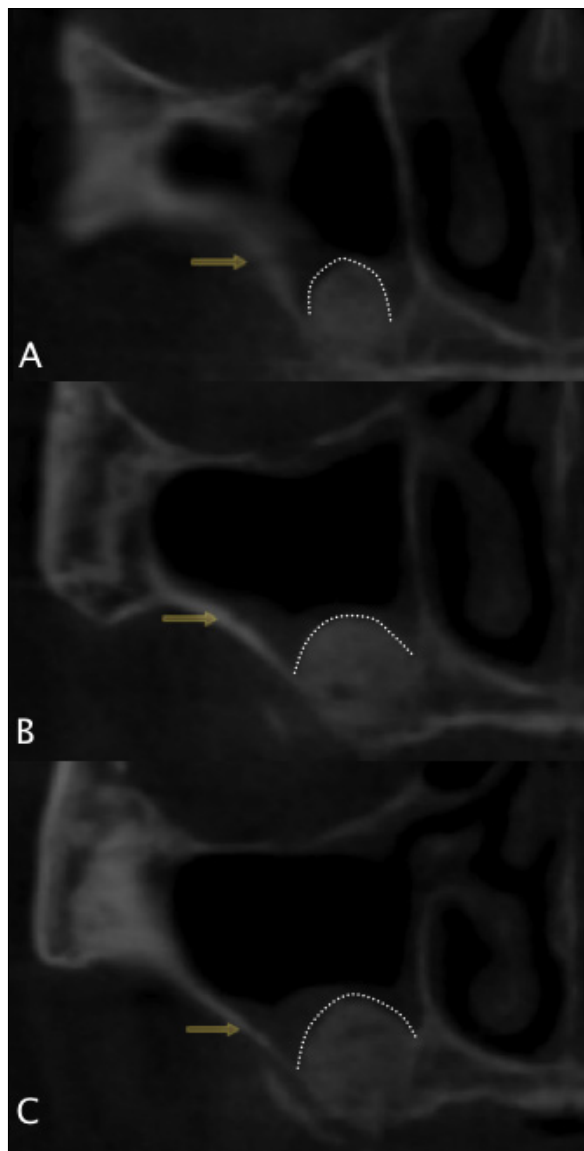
Post-operative cone-beam computed tomographic coronal view. Yellow arrow means the endosseous branch of posterior superior alveolar artery(PSAA) on each view. We marked the superior margin of grafted bone material with white curved line.
